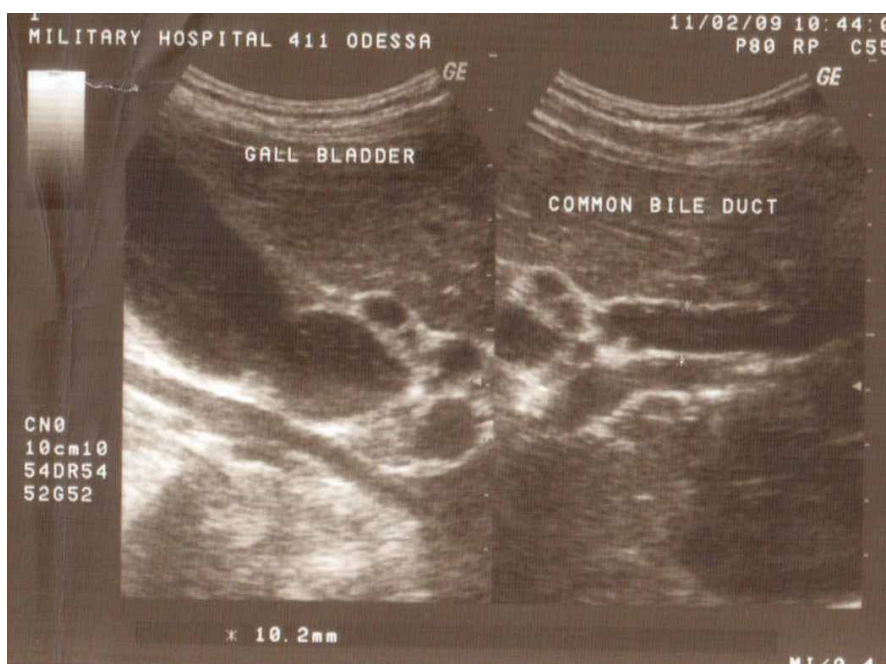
Фото УЗИ больной К., И.Б. № 4735, поступившей через 72 ч. после начала приступа ОХ с желтухой в анамнезе. Множественные камни в кармане Гартманна и в общем печёночном протоке. Холедох расширен до 10,2 мм. Камни в холедохе не определяются.
